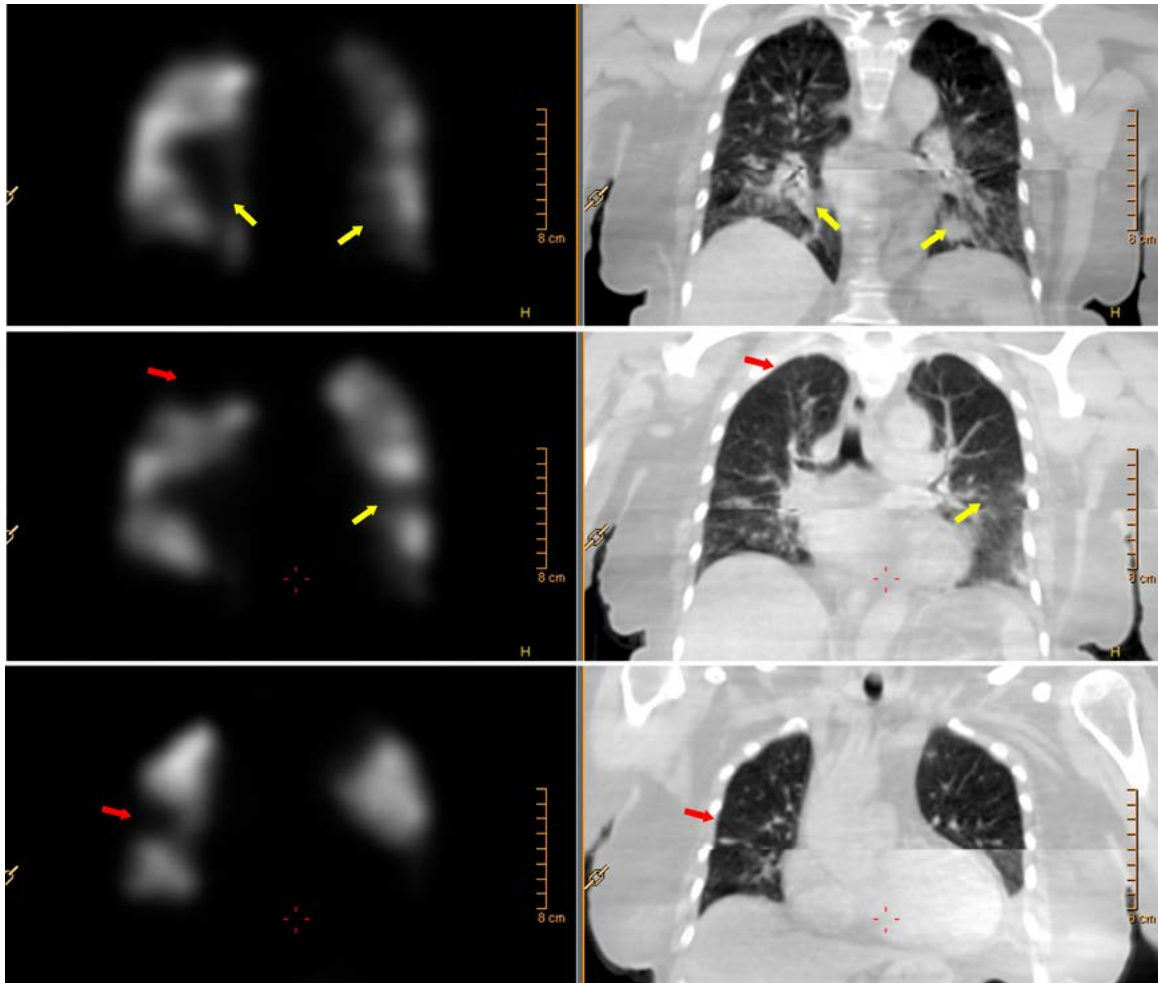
Данные перфузионной ОЭКТ/КТ у пациентки 63 лет с онкологическим заболеванием (рак матки с метастазированием в легкие по данным ПЭТ с  $^{18}\text{F}$ -ФДГ) и несколькими курсами ПХТ. В течение нескольких месяцев нарастала одышка. По данным перфузионной ОЭКТ легких – множественные дефекты перфузии. Некоторые из них соответствуют зонам расширенных легочных сосудов, фиброзных тяжей и уплотнений по данным КТ (желтые стрелки), другие имеют характерные конуры на фоне отсутствие грубых изменений при КТ (красные стрелки) и вероятнее всего соответствуют относительно свежим эпизодам ТЭЛА, которые могут быть причиной нарастания одышки.
